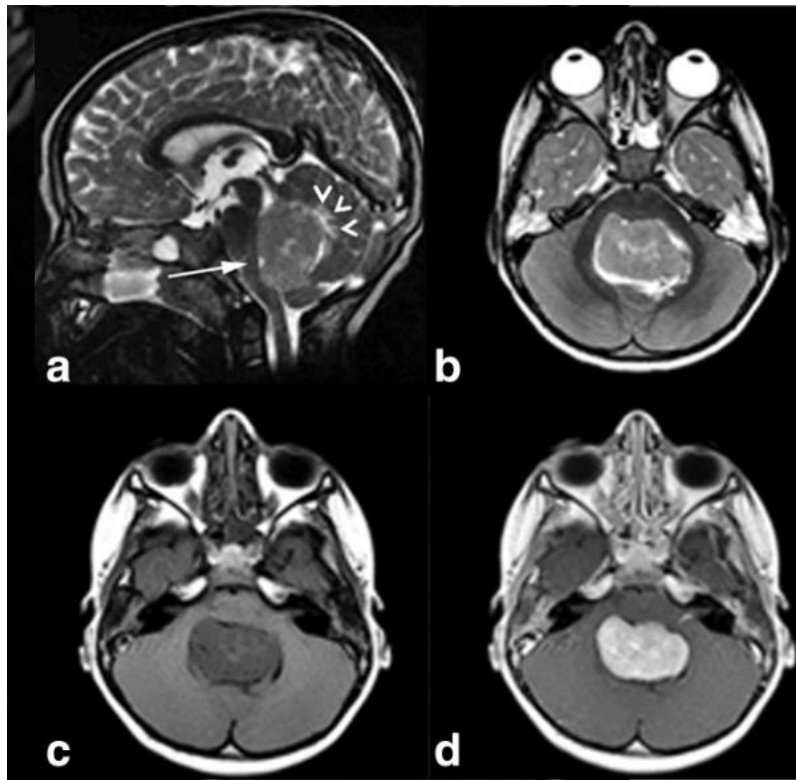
Imágenes de resonancia magnética sagital y axial ponderada en T2 (a, b) y axial pre y poscontraste ponderada en T1 (c, d) El tumor es moderadamente hiperintenso en T2 en la sustancia gris del cerebelo y del tronco del encéfalo y muestra un fuerte realce del contraste. Se observa edema perifocal leve hiperintenso en T2 dentro del vermis, dorsalmente al tumor (puntas de flecha blancas en a). Tomada y modificada de: Poretti, A., Meoded, A., & Huisman, T. A. (2012). Neuroimaging of pediatric posterior fossa tumors including review of the literature. *Journal of magnetic resonance imaging: JMRI*, 35(1), 32–47. <https://doi.org/10.1002/jmri.22722>
